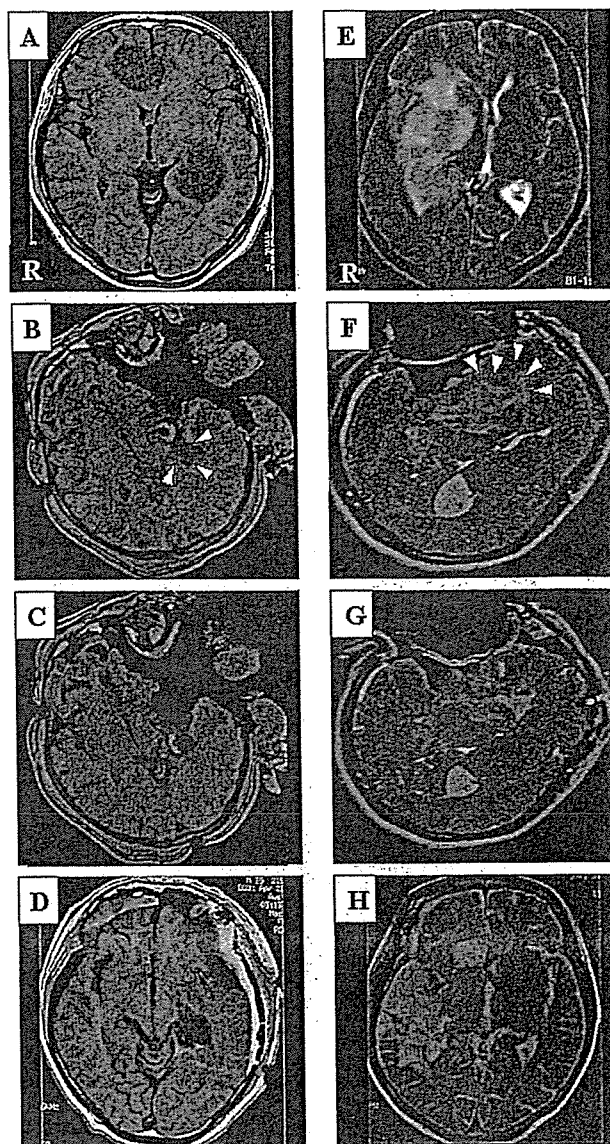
Identification of residual tumor by iMRI and its further aggressive resection. In Case 1 (left column) primary multiple cerebral astrocytomas in the right frontal lobe and left (dominant) hippocampus (A) were removed during surgery, but residual tumour in the left hippocampal tail (arrowhead) was disclosed by control iMRI (B), and was removed thereafter (C) with total removal confirmed on postoperative MRI (D); the patient had transient aphasia but no permanent neurological deficit. In Case 2 (right column) a giant glioblastoma in the right fronto-temporal lobe, insular cortex and basal ganglia (E) was removed during surgery, but residual tumour (arrowhead) in the insular cortex and deep frontal lobe was identified (F) and subtotally (97%) removed (G), which was confirmed by postoperative MRI (H); the patient did not have motor deficit after surgery
